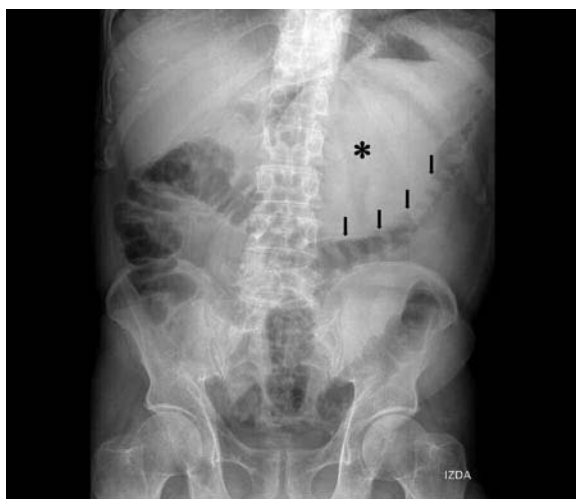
Radiografía directa de abdomen: imagen radio opaca redondeada, con densidad agua, en el sector izquierdo del abdomen superior (asterisco), con compresión y desplazamiento de la columna aérea del colon transverso (flechas).
